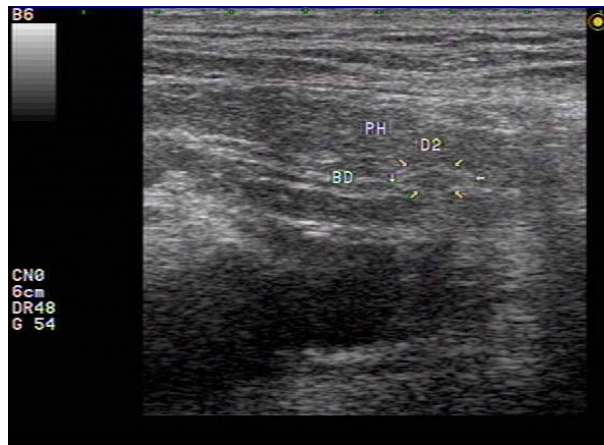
Ultrasonographic image shown ballooning distal CBD(arrow) by peristalsis
